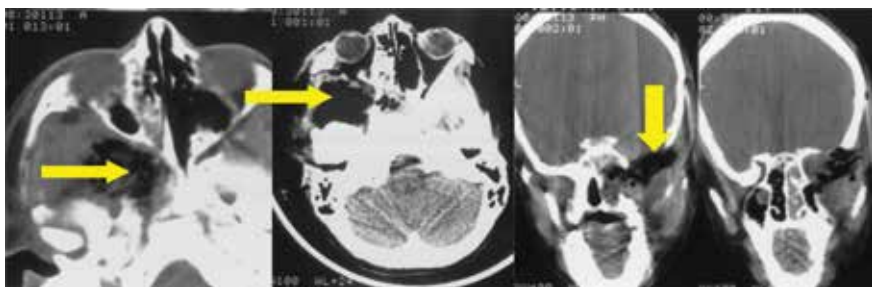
Перемещенное жировое тело щеки в области дефекта основания черепа (стрелки) после удаления краниофациальной ЮАОЧ. МСКТ, аксиальная и коронарные проекции
